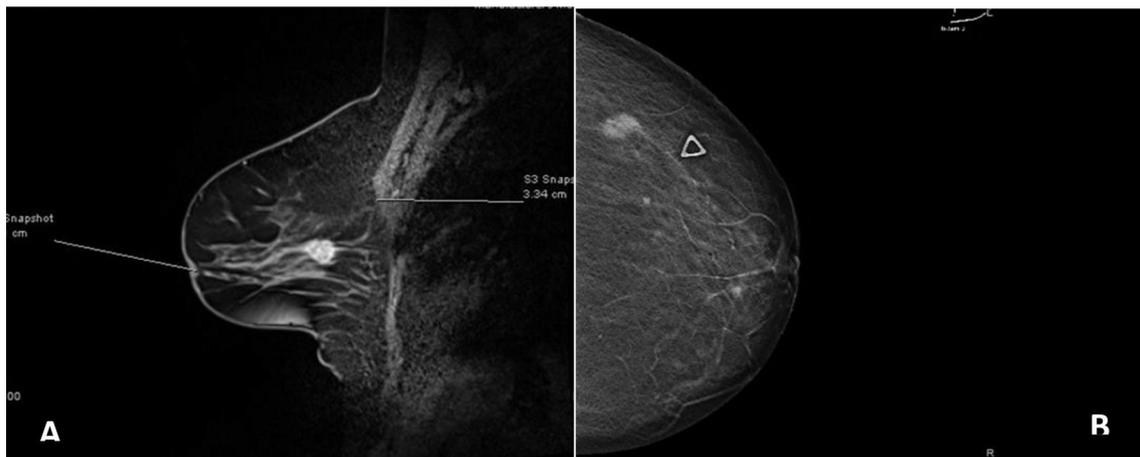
A) Resonancia magnética de mama izquierda, con realce heterogéneo del nódulo localizado en tercio medio profundo. B) Mamografía: nódulo hiperdenso espiculado en el cuadrante superior externo de la mama izquierda.
